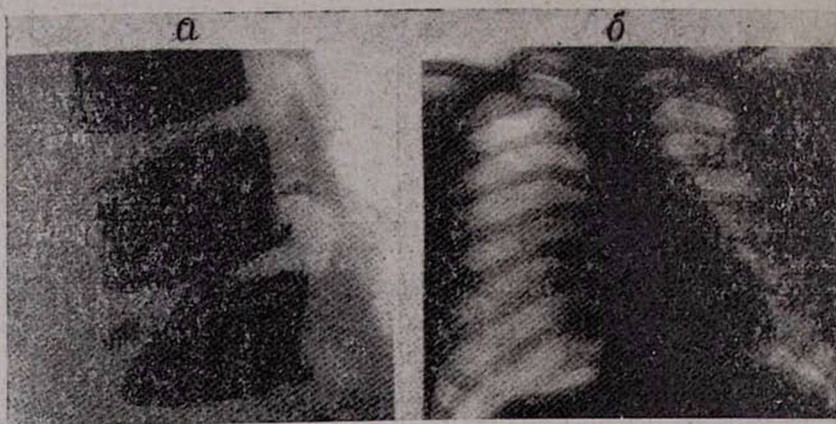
а. Профильная рентгенограмма поясничного отдела позвоночника больной Т. при поступлении. Деструкция передневерхнего отдела тела IV поясничного позвонка с наличием секвестра. Сужение межпозвоночного диска между телами III—IV позвонков.
